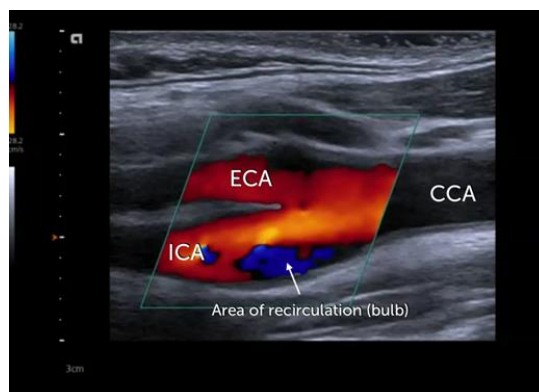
Doppler Codificado a Cores. Demonstração da recirculação do bulbo carotídeo. Adaptado: Binder, 2021. External versus internal carotid artery.
